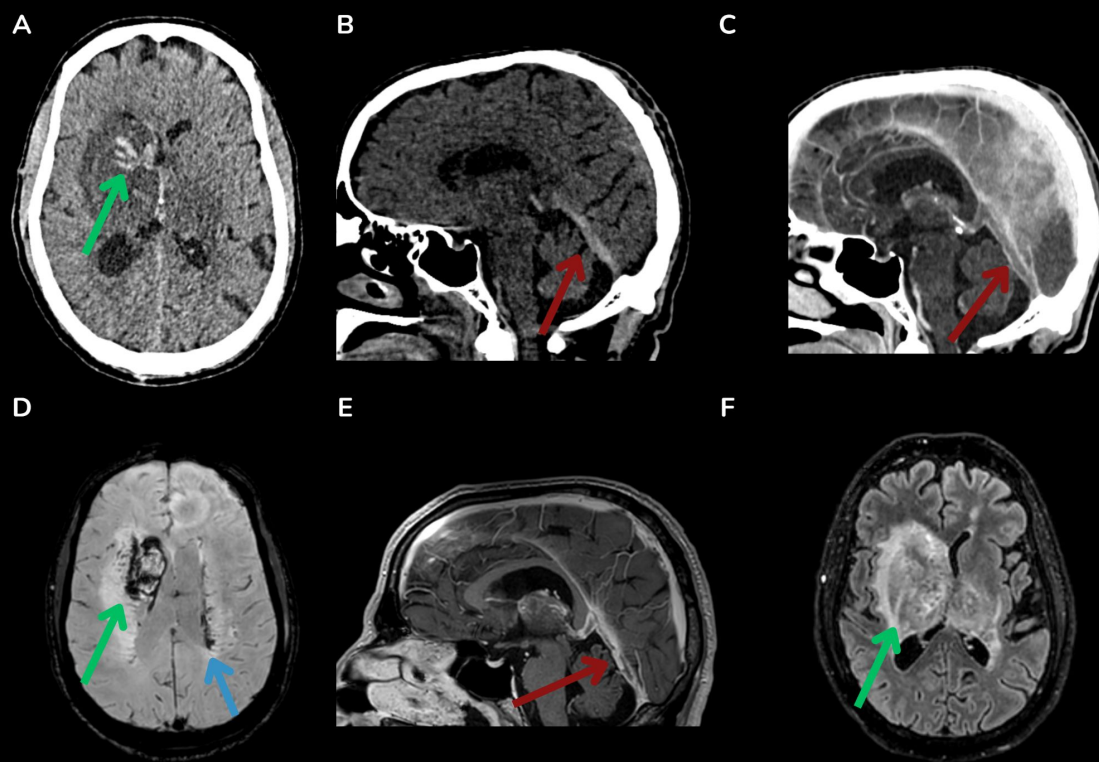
(A) TC craneal que muestra una lesión hemorrágica en el núcleo caudado derecho (flecha verde), con edema circundante que afecta a los ganglios basales y a ambos tálamos. (B) TC craneal que muestra hiperdensidad del seno recto (flecha roja), y (C) venografía por TC que muestra defectos de repleción en el seno recto (flecha roja). (D) RM con secuencia SWI que muestra ingurgitación venosa (flecha azul) y una lesión hemorrágica profunda en la región gangliocapsular derecha (flecha verde). (E) RM ponderada en T1 con contraste que muestra trombosis del seno recto (flecha roja). (F) RM FLAIR que muestra hiperintensidad en la región gangliocapsular derecha (flecha verde).
